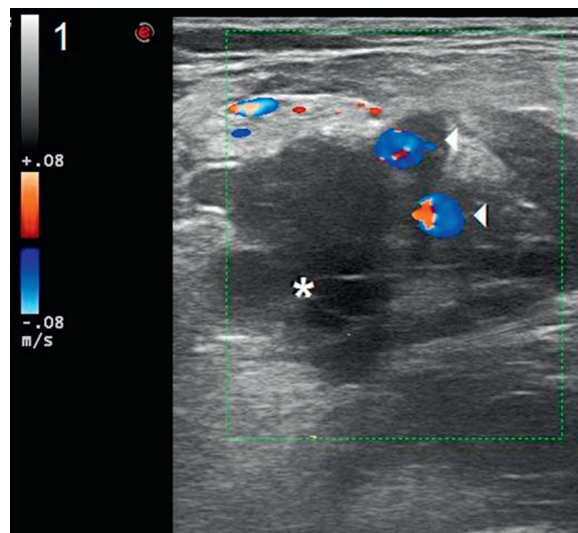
Eco-doppler: estructura heterogénea que envuelve los vasos femorales. Vena femoral (asterisco). Arteria femoral superficial y arteria femoral profunda (flechas).
